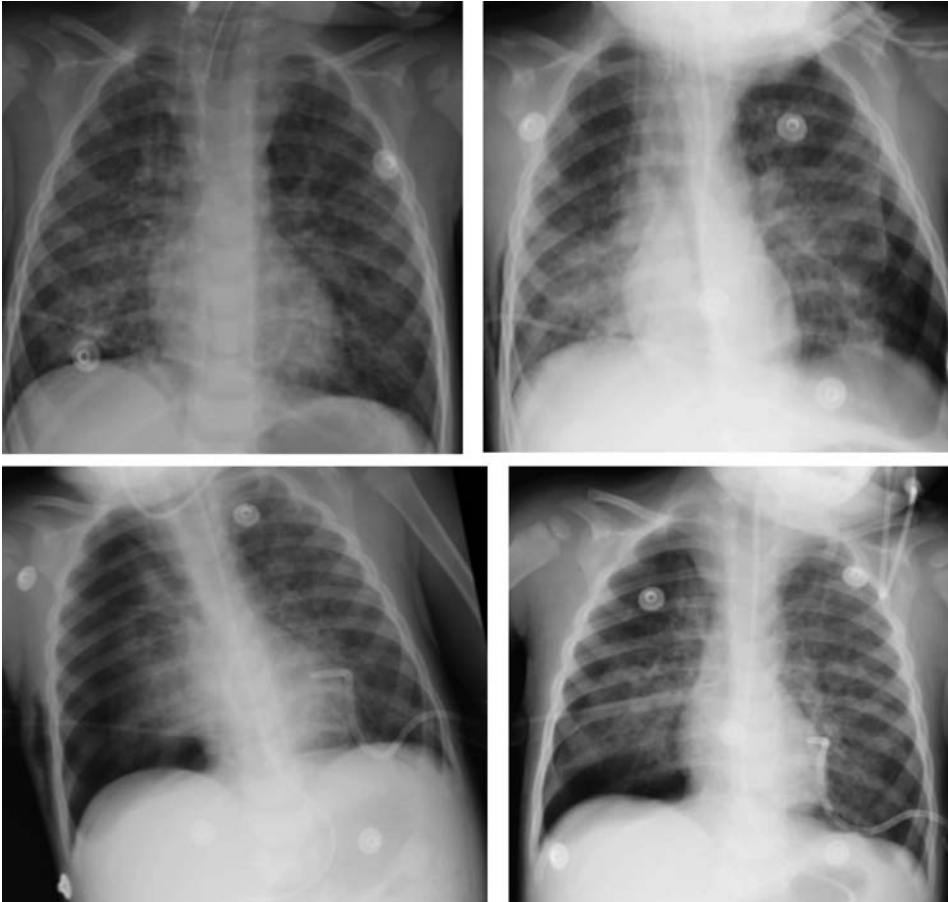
Radiografía al ingreso.
